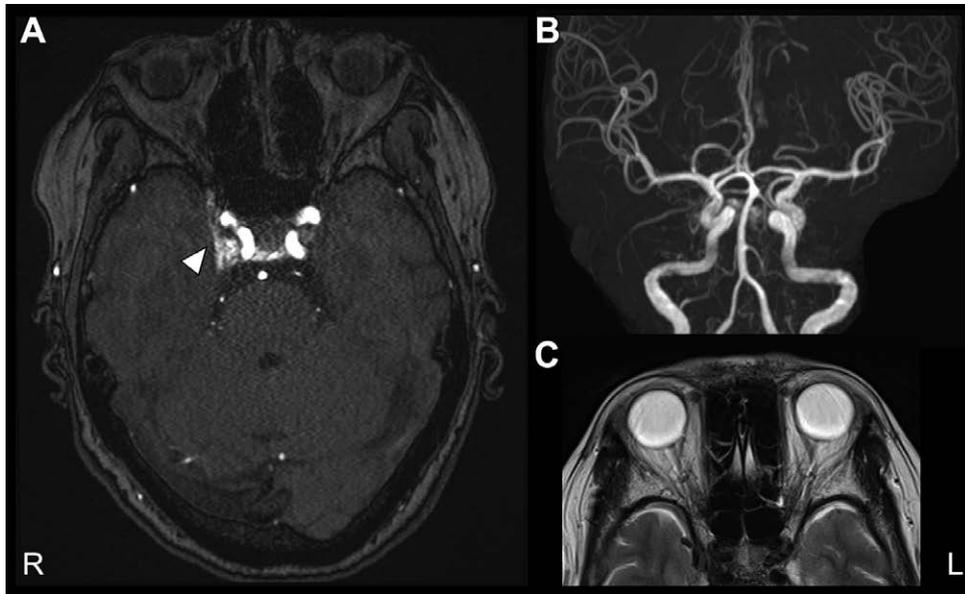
MR angiography and MRI findings of the patient.
